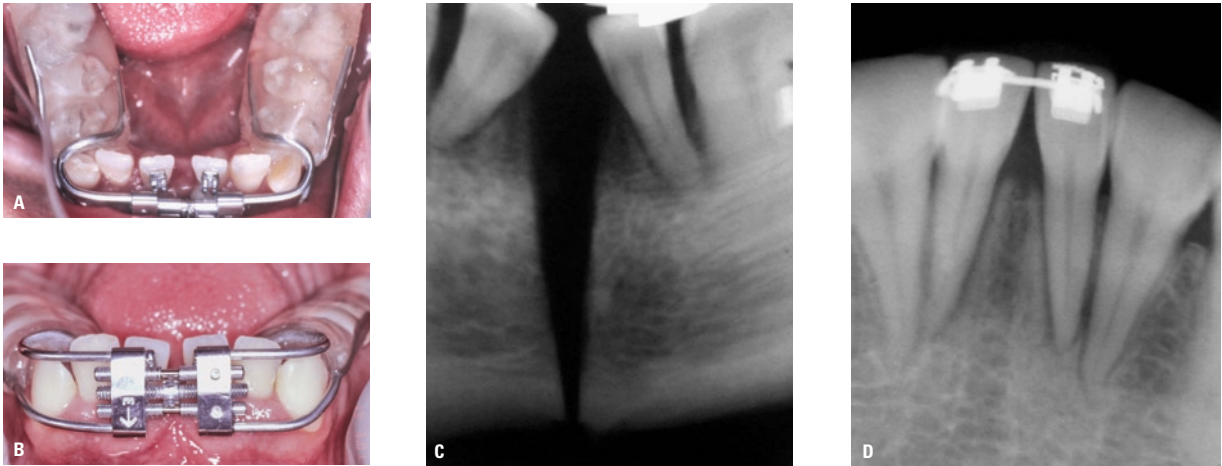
A, B) Fase de estabilização (3 meses); C, D) radiografias periapicais (Visualização da formação e consolidação óssea).
